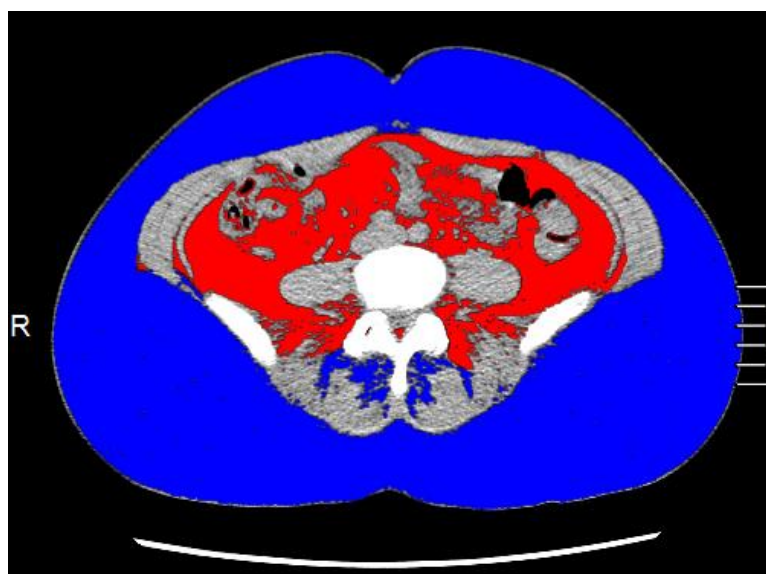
МСКТ, аксиальная реконструкция, уровень L4–L5 позвонков. ВЖТ окрашена в красный цвет, ПЖТ – в синий (значения параметров в тексте)
